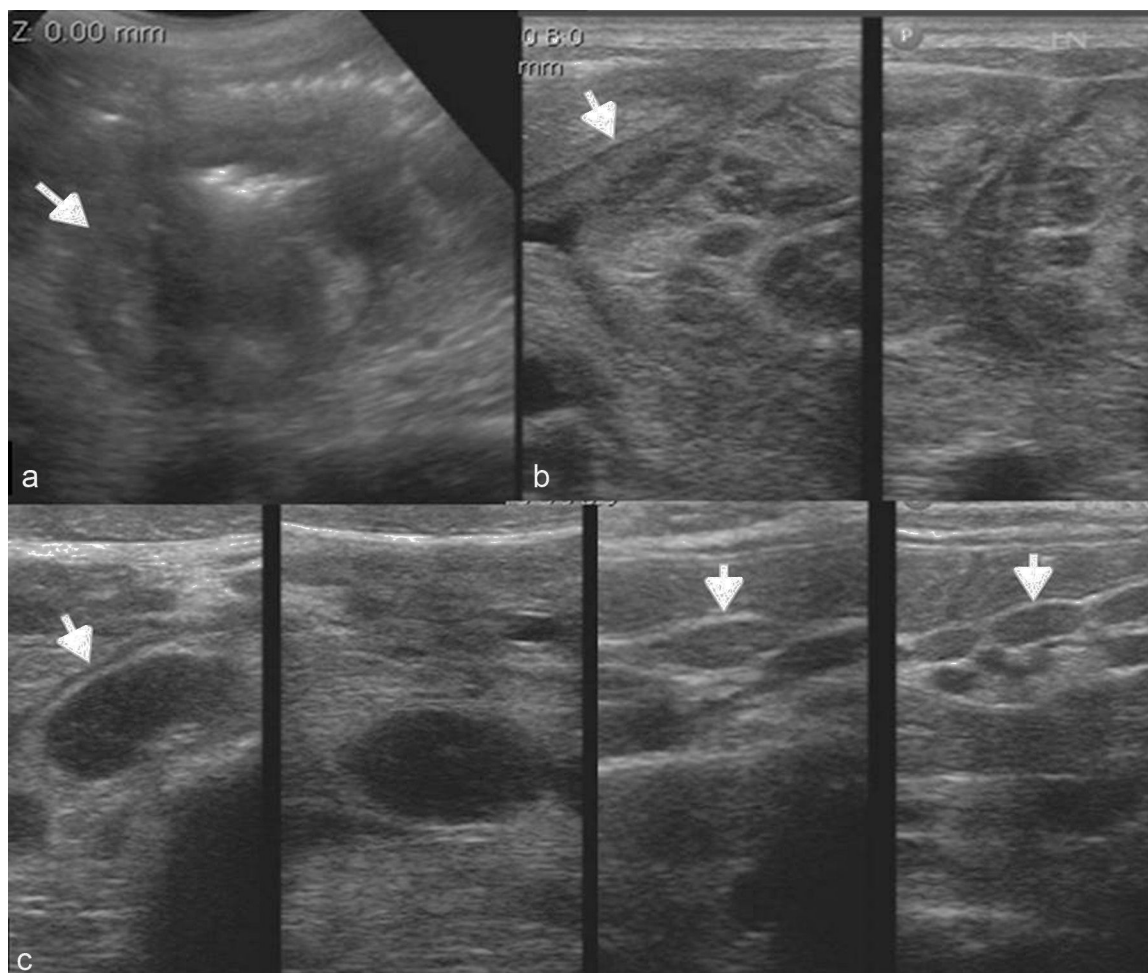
Ecografía abdominal de una paciente con repercusión general y dolor del abdomen evidencia (a) una formación a nivel del ciego (flecha), (b) con engrosamiento de las paredes intestinales delgadas (flecha) y (c) múltiples imágenes ganglionares regionales (flechas) y en la submucosa del intestino delgado, solo reconocibles ante la exploración con un transductor de alta frecuencia. Los hallazgos son compatibles con linfoma o tuberculosis (se confirmó esta última).
